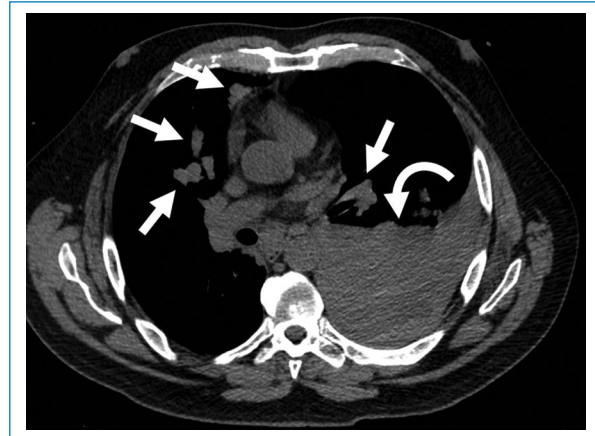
Hombre de 60 años, en estudio por nódulos pulmonares evidenciados por TC en contexto de síndrome de impregnación. TC de control a la hora de biopsia percutánea de nódulo pulmonar solicitada por descompensación hemodinámica. Nótese los nódulos pulmonares (flechas) y el hemotórax izquierdo (flecha curva). Requirió drenaje mediante videotoracoscopia donde se constató lesión de arteria intercostal. El paciente evolucionó favorablemente.
